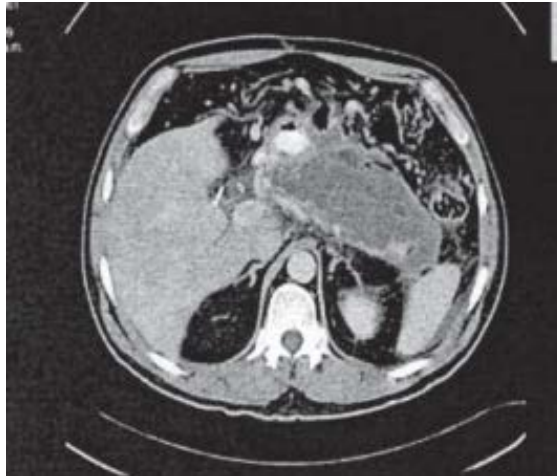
TAC De Necrosis Amurallada
